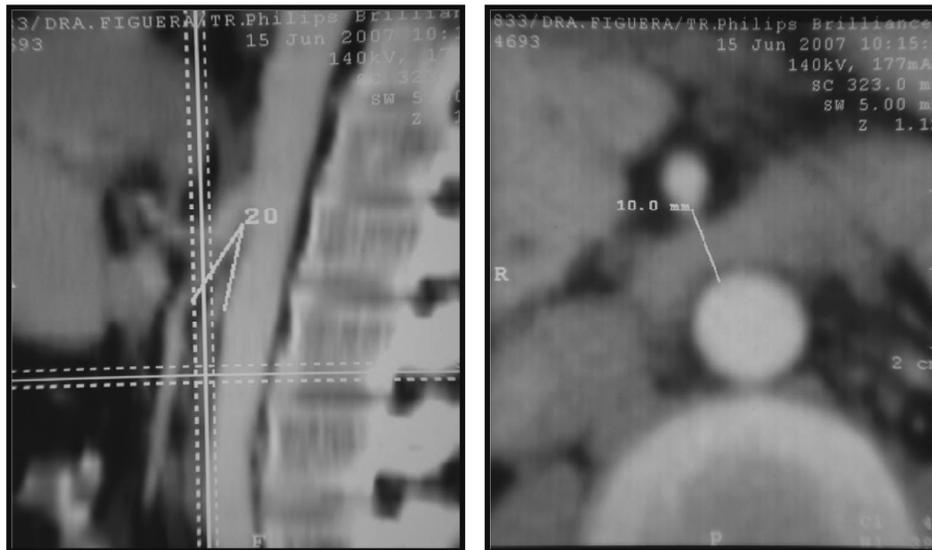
Tomografía Abdominal con contraste, con reconstrucción tridimensional. A la izquierda se observa ángulo aorto-mesentérico de 20° . A la derecha distancia aorto-mesentérica de 10mm.
